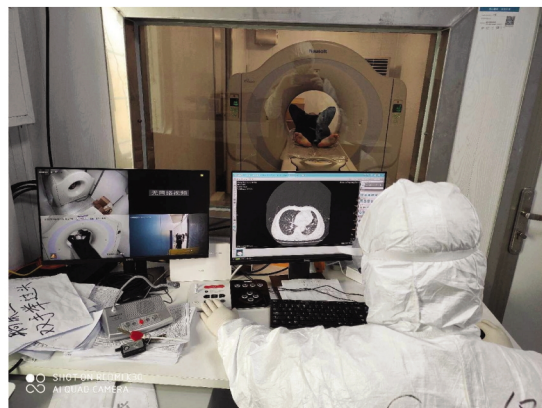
东软雷神方舱 CT。方舱 CT 外观为分体式箱体设计(A 图),内部为隔室操作,并配有监控系统及影像检查工作站(B 图)。
